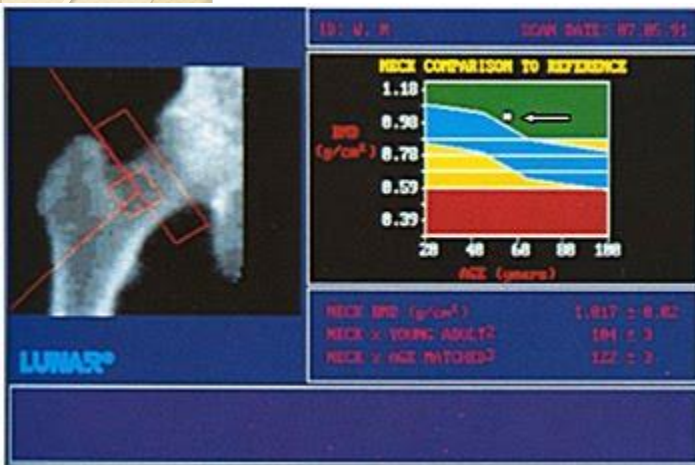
Рентгеновская денситометрия костной ткани тазобедренного сустава. Норма. Плотность костной ткани не изменена, метка расположена в верхнем сегменте денситограммы — указано стрелкой.
